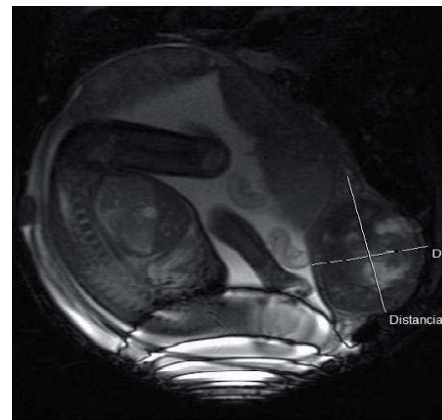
Imagen de RM lateral donde se aprecia partes fetales y la tumoración dependiente de polo suprarrenal derecho.
